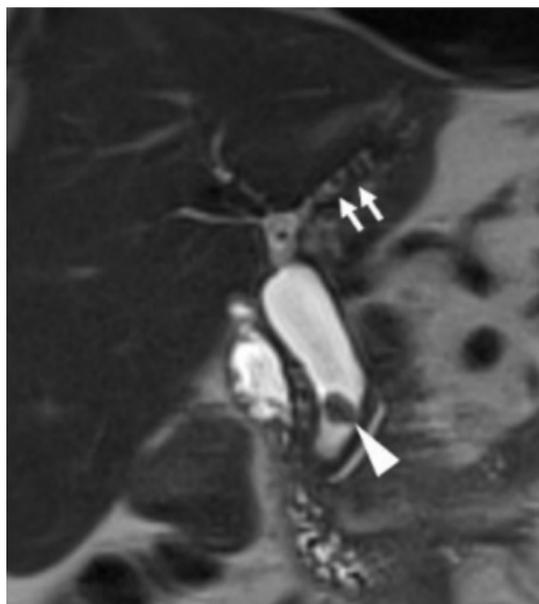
Litiasis biliar documentada por colangioresonancia magnética (48).
